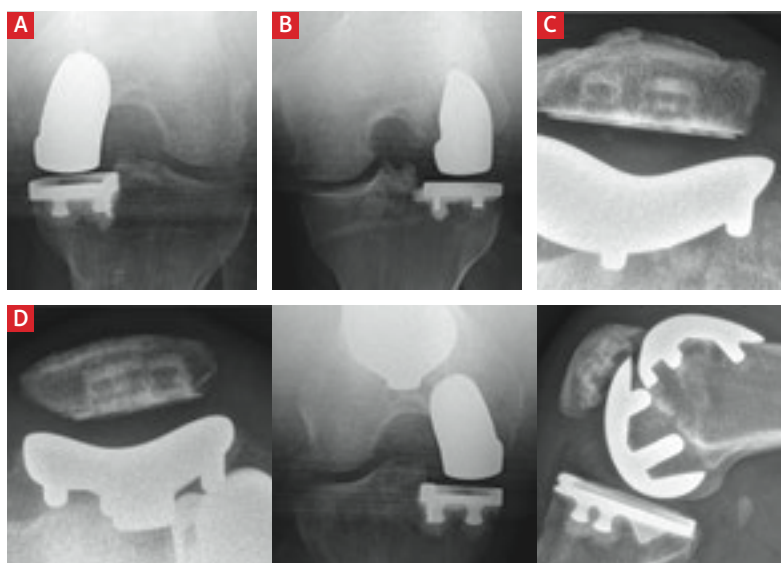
Röntgenologische Darstellung der verschiedenen Knieeilprothesenvarianten. Mediale unikondyläre Knieeilprothese (A), laterale Knieeilprothese (B), patellofemorale Teilprothese (C) sowie kombinierte Knieeilprothese mit Ersatz von zwei Kompartimenten bei Erhalt der Kreuzbänder (D).
